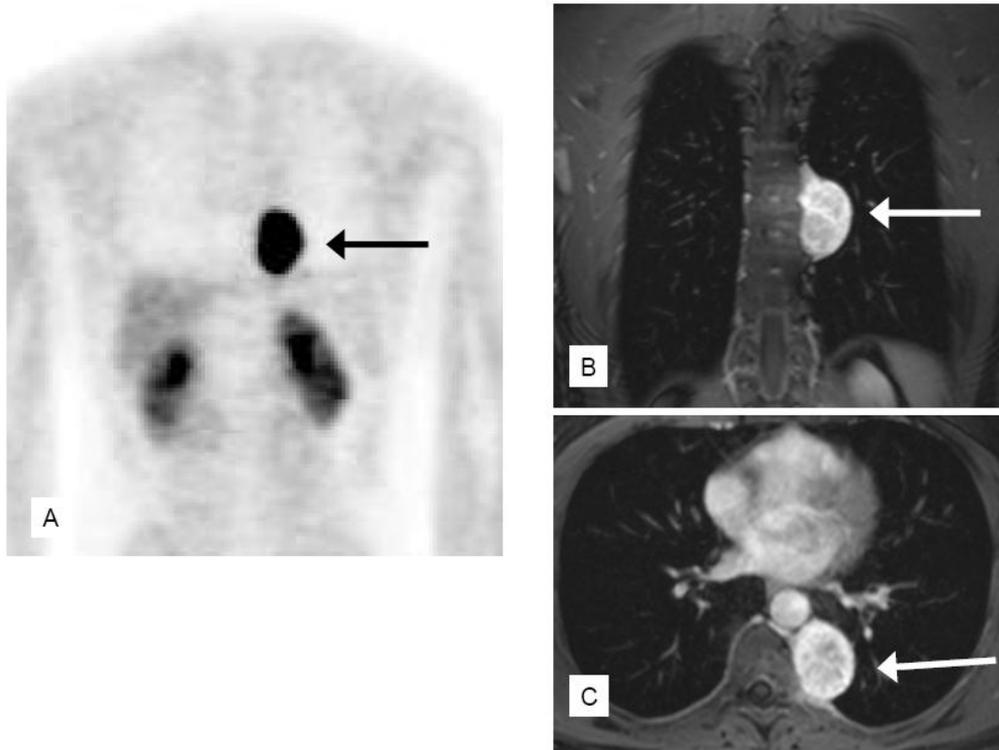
患者，45岁，*SDHB*基因突变，胸腔嗜铬细胞瘤。 $[^{18}\text{F}]$ DOPA-PET成像 (A)，MRI (B、C)。增强后肿瘤明显强化。经胸腔镜顺利切除。
